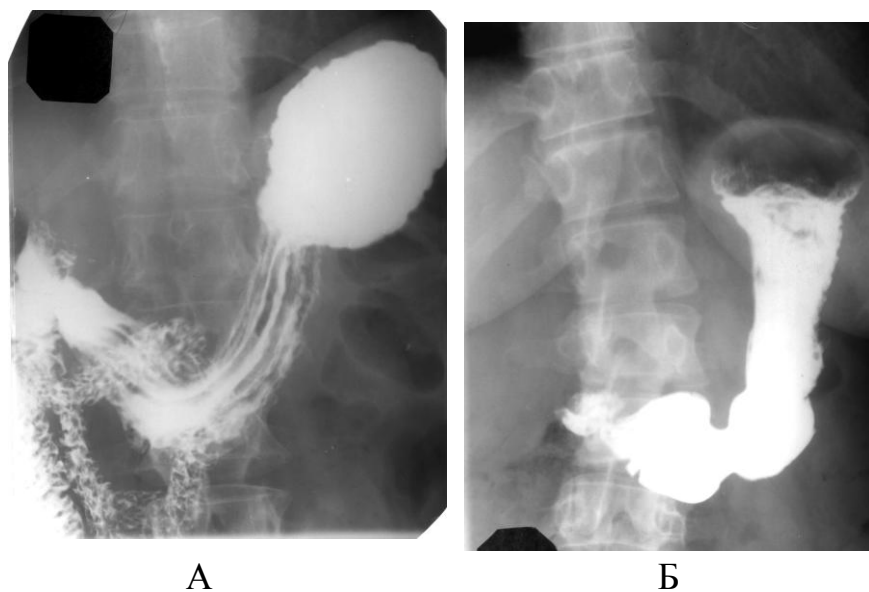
Рентгенограмма желудка. А – рельеф слизистой оболочки, Б – тугое наполнение.
